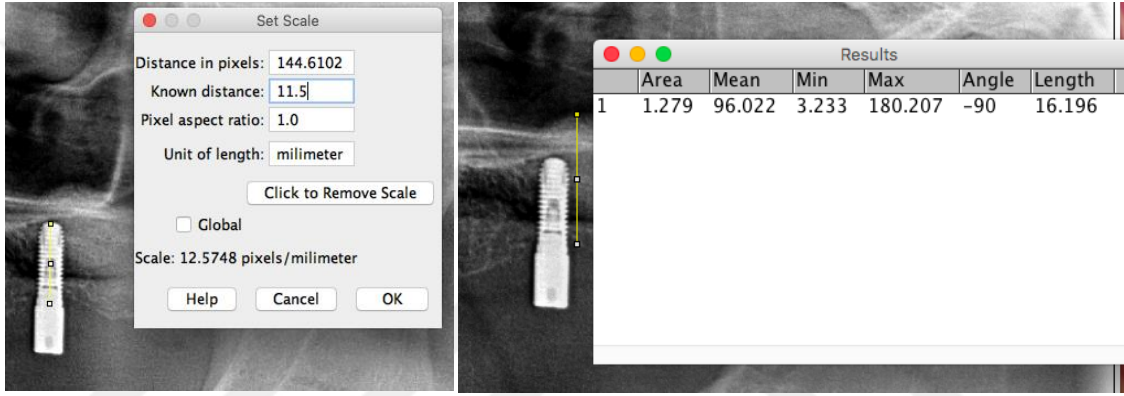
Operasyondan hemen sonra çekilmiş olan panoramik radyografide kemik yüksekliklerinin (H2 ve H3) ölçülmesi
